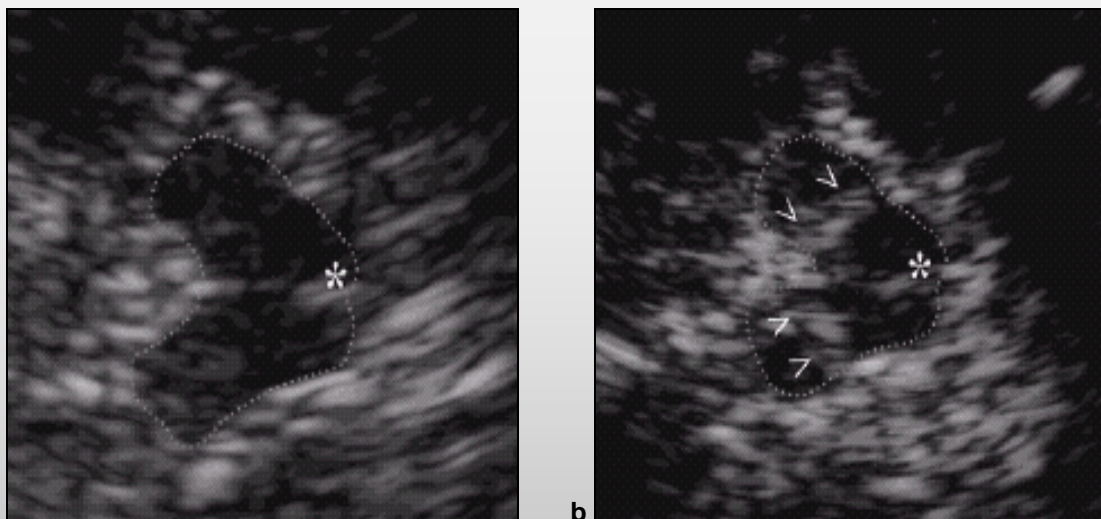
a-b) SN-Echogenitäten im Sonogramm
